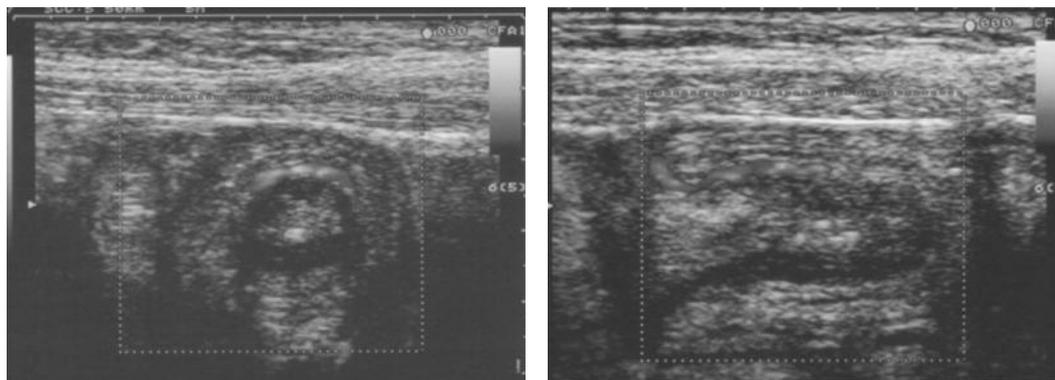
Aspetto ecografico di intussuscezione di anse digiunali in un paziente affetto da morbo di Crohn. L'intussuscezione si sviluppò in 7^a giornata postoperatoria dopo un intervento di stricturoplastica ileale. Scansione trasversale (sinistra) e longitudinale (destra).
